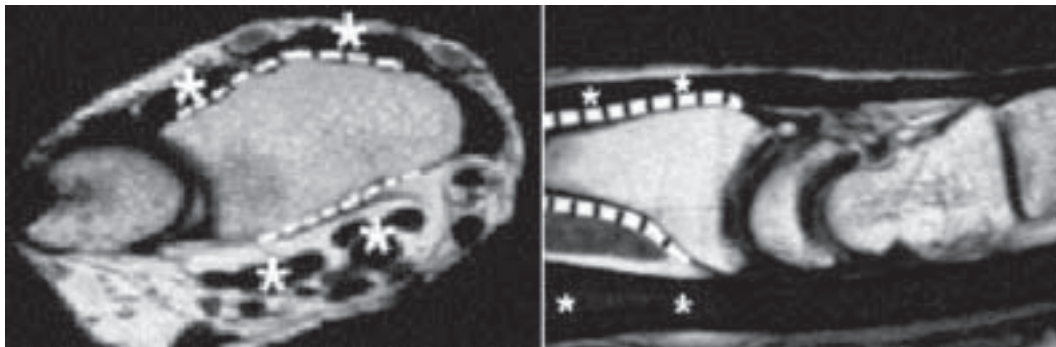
A face volar do rádio distal é mais favorável para a colocação de osteossíntese, como pode ser observado nessas imagens de ressonância magnética. Observa-se que na face dorsal os tendões (marcados com *) encontram-se próximos à cortical óssea, o que não ocorre na superfície volar.
